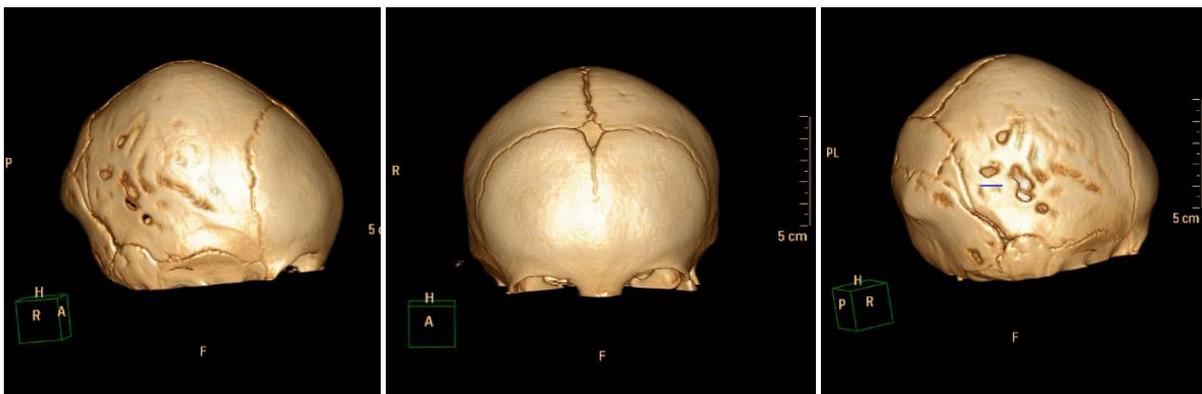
Imágenes de Tomografía computerizada confirmando la craneosinostosis de sutura metópica y coronal
